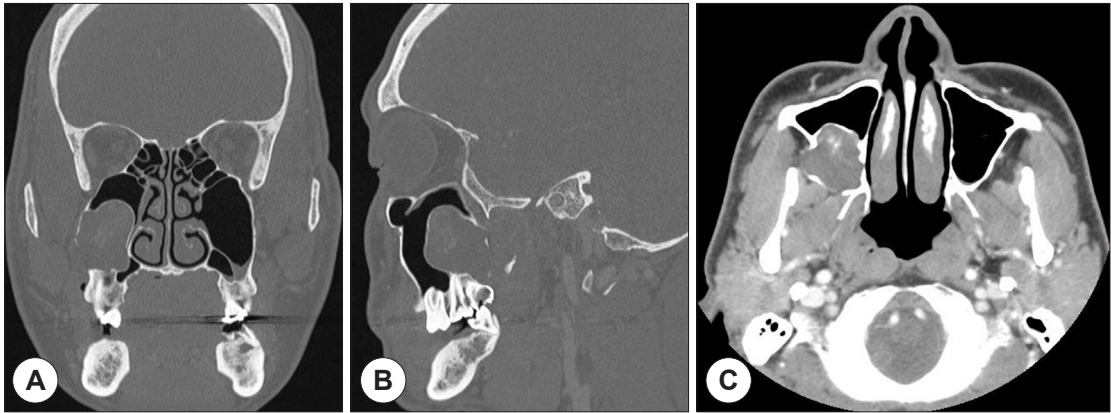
A : Coronal CT image shows right maxillary sinus is expended laterally and the lateral bony wall is destructed. B : Sagittal CT images demonstrates a well circumscribed lesion within right maxillary sinus and molar tooth associated with the cyst. C : Axial CT image showed that the lesion was located in the posterior portion of right maxillary sinus and had a peripherally thin bony shell.
